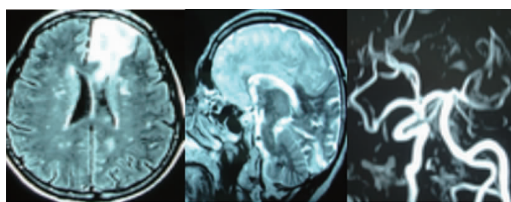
Findings in MRI and DSA of another 66-year-old male patient
